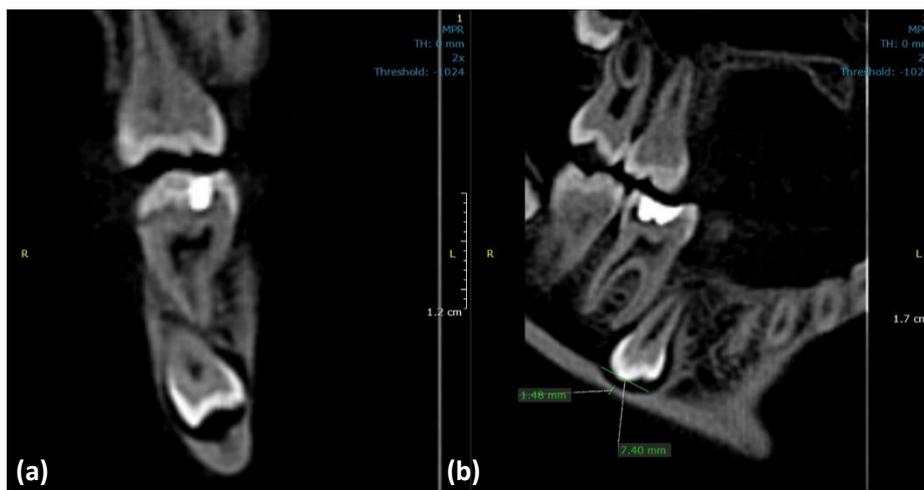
Diferentes secções de um CBCT (dez-2016) que mostram uma visão mais precisa do posicionamento anatómico do dente invertido e da espessura do osso cortical. (a) Secção coronal do CBCT (b) Secção da reconstrução panorâmica e medidas de reabsorção óssea.
